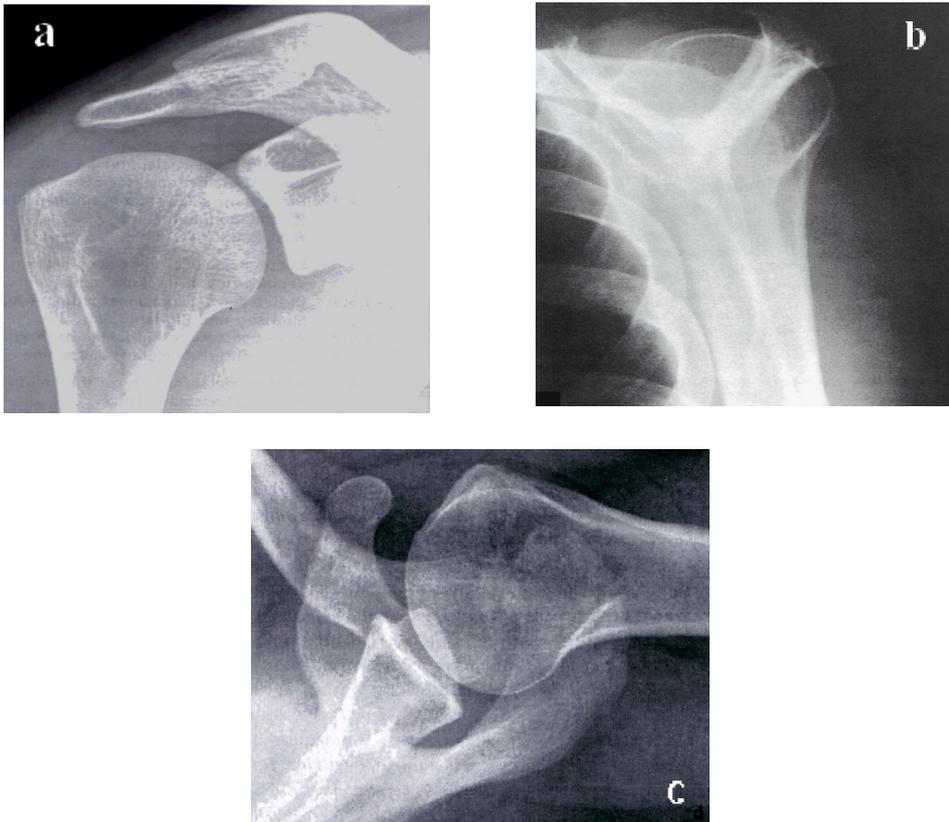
konventionelle ap- (a), Y- (b) und axiale (c) Röntgenaufnahme, aus HABERMEYER, Schulterchirurgie 2002 (35)
